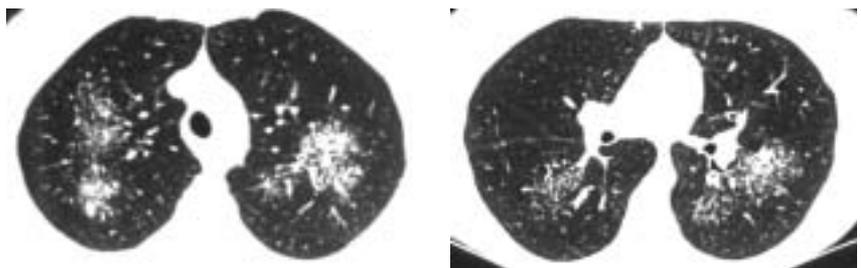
Фрагменты КТ органов грудной клетки пациентки при поступлении в клинику.
